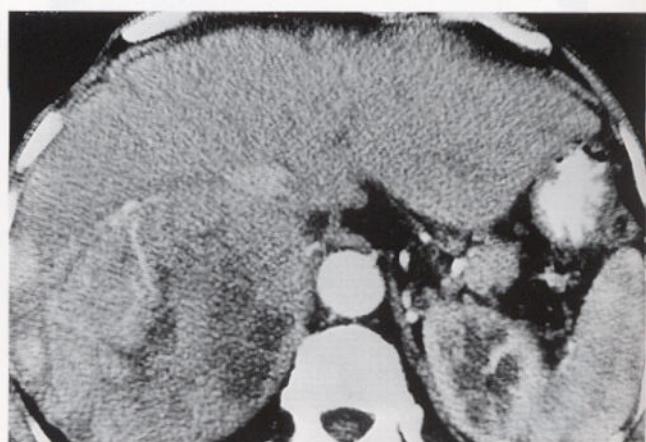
Enhanced CT scan shows hypervascular huge mass with necrotic portion in posterior division of right lobe. Intrahepatic segment of IVC is narrowed and filled with thrombus.
